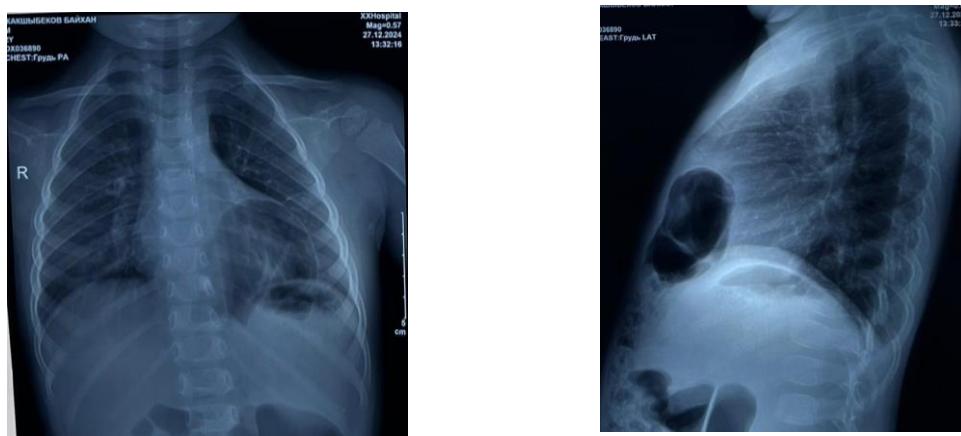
Рентгенография органов грудной клетки пациента в передней и левой-боковой проекциях.
